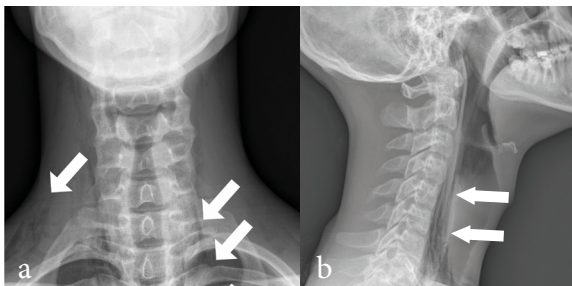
a. AP cervical X-ray; airlines in lateral of the cervical vertebrae (arrows) b . Lateral cervical vertebrae X-ray shows airline in front of prevertebral space (arrows).
